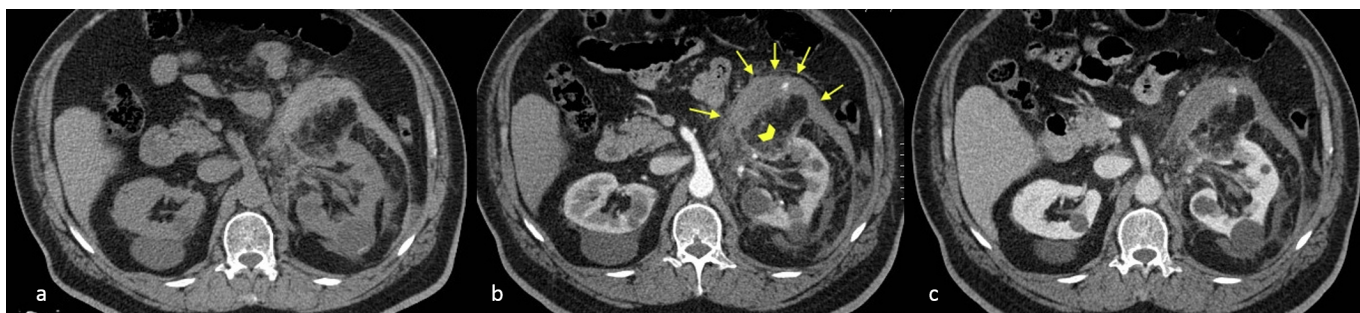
Immagini TC assiali in fase basale (a), arteriosa (b) e portale (c), di un uomo di 64 anni con dolore addominale, mostrano una massa subcentimetrica contenente grasso nel polo superiore del rene sinistro (punta di freccia), vasi ingranditi, emorragia intratumorale e peri-renale (frecce). La diagnosi: angiomiolipoma sanguinante. Referenze: Radiodiagnostica, Università degli Studi di Palermo, Policlinico Universitario Paolo Giaccone - Palermo / IT
